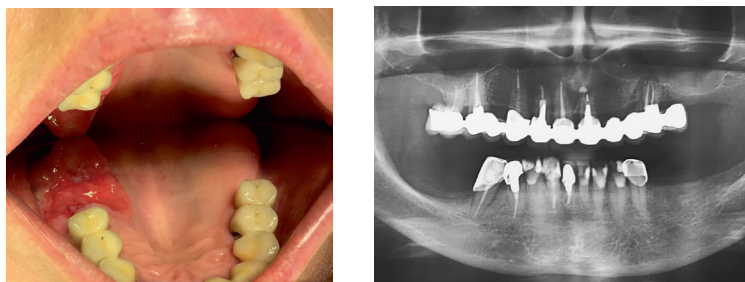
На панорамной томограмме челюстей 1.6 зуб с искусственной короной и ампутированным дистальным щечным корнем. Фото полости рта. Карцинома альвеолярного отростка верхней челюсти, папиллярная форма с изъязвлением на месте ранее удаленного 1.6 зуба. В течение нескольких месяцев проводилась местная противовоспалительная терапия без эффекта. Пациентка Е., 55 лет
